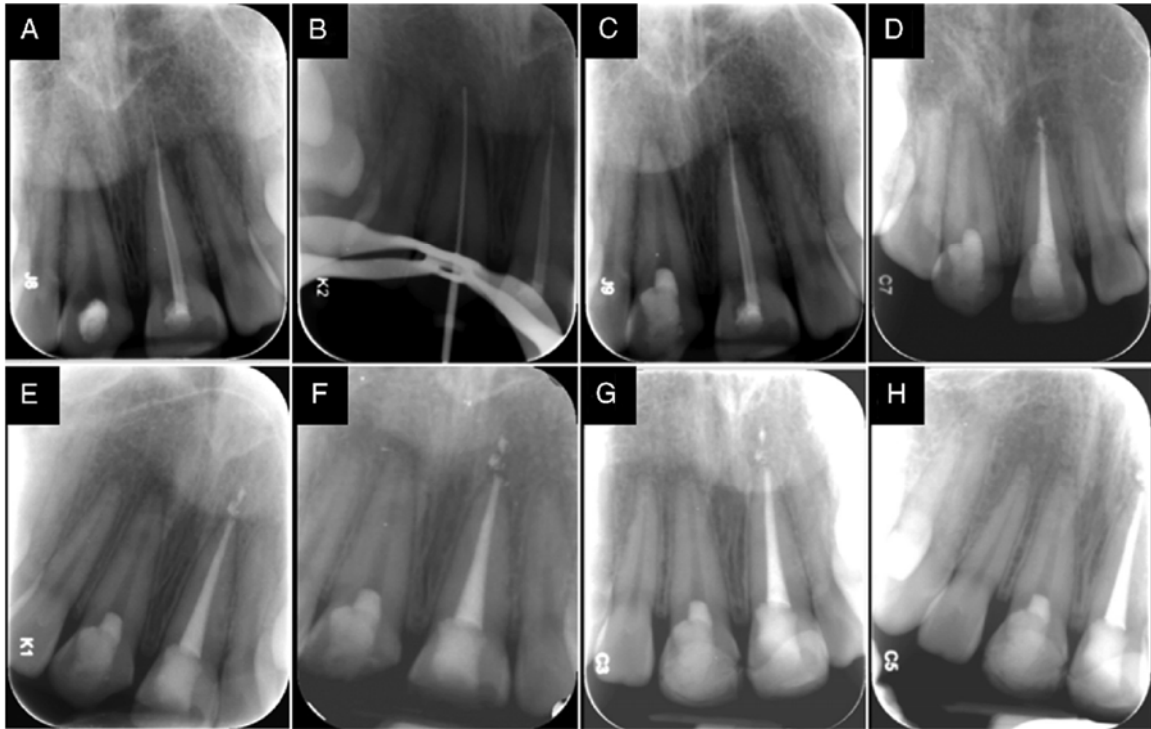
A) Radiografía preoperatoria del diente 8 con rarefacción periradicular a lo largo de la cara mesial de la raíz con un apice cerrado. B) Radiografía de longitud de trabajo C) Radiografía post operatoria a la colocación del MTA y vidrio ionomero D) Radiografía de control a las dos semanas E) Radiografía de un mes de seguimiento, con disminución en el tamaño de la radiolucidez. F) Radiografía seguimiento de dos meses G) Radiografía de seguimiento de quince meses H) Radiografía seguimiento de 22 meses, resolución completa de radiolucidez periapical.
